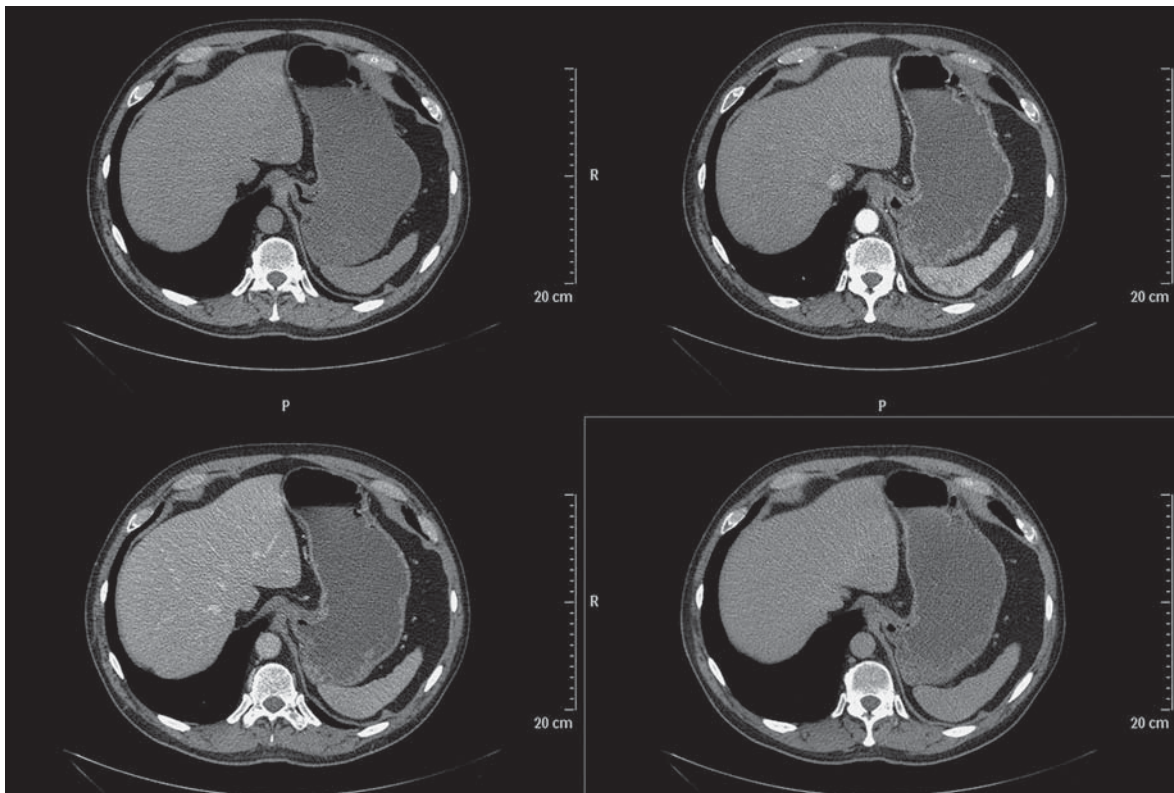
МСКТ-исследование верхней части живота.
